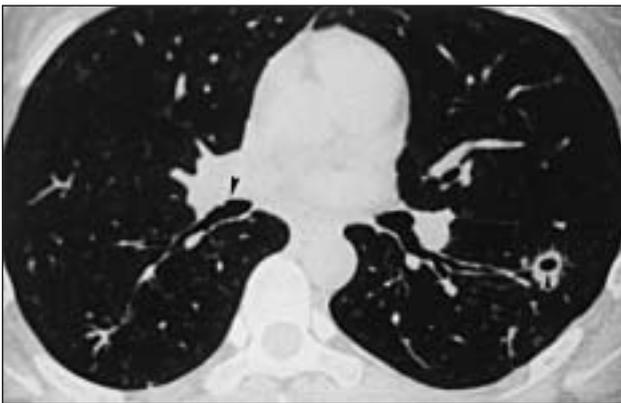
TAC torácica: múltiples bronquiectasias dispersas y bilaterales, con lesiones nodulares, alguna con pequeña cavitación, siendo el nódulo de mayor tamaño de 2 cms.
